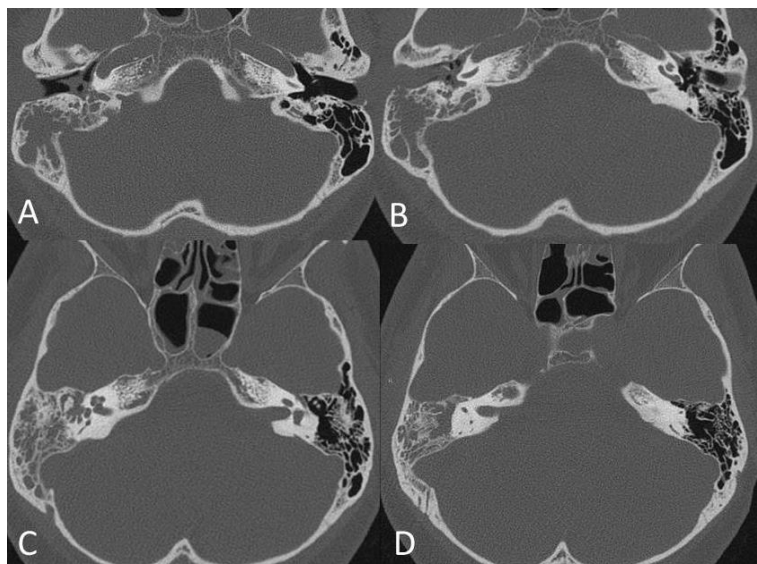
Mastoiditis coalescente. TC: cortes axiales a diferentes alturas. Ocupación otomastoidea derecha completa, que produce desmineralización ósea de las celdillas mastoideas. Lado contralateral sano con mineralización normal.
